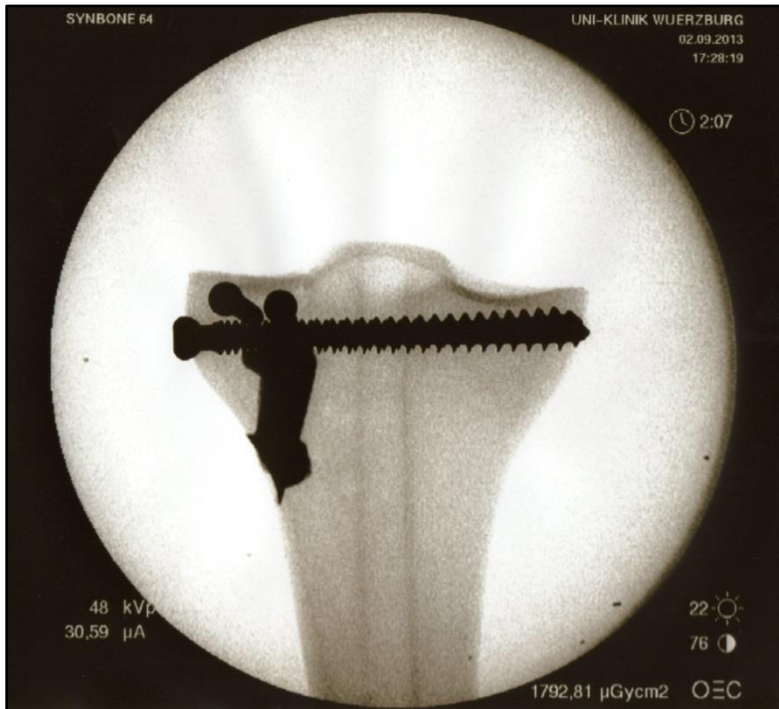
Das Röntgenbild zeigt einen Knochen aus der Versuchsgruppe 1. Deutlich zu erkennen ist die nicht bis unter das Tibiaplateau mit Knochenzement aufgefüllte Defektzone. Die Schrauben behindern die Auffüllung.
